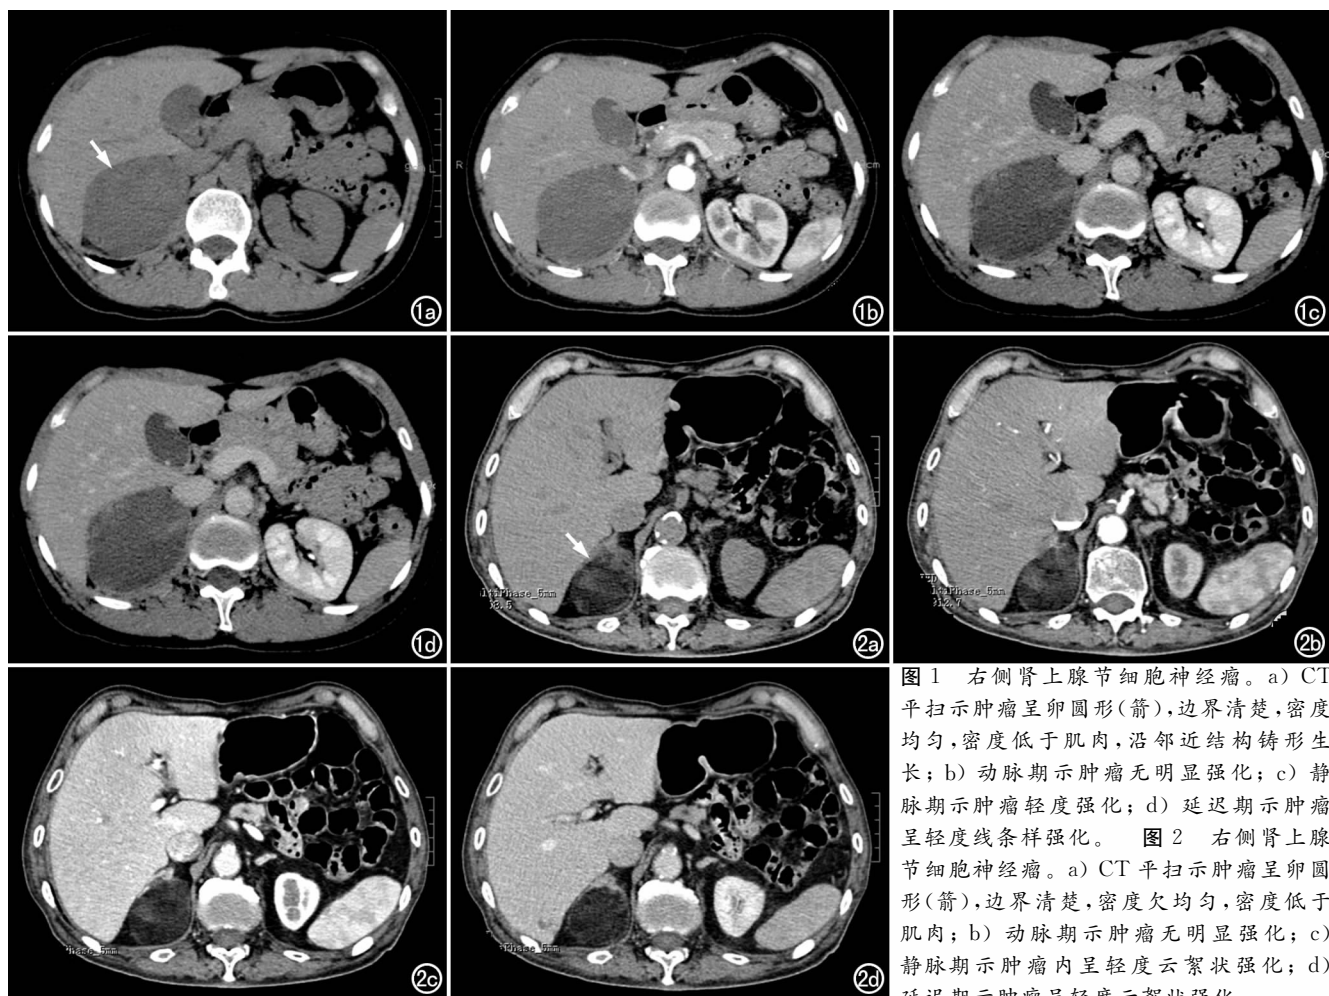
右侧肾上腺节细胞神经瘤。a) CT平扫示肿瘤呈卵圆形(箭),边界清楚,密度均匀,密度低于肌肉,沿邻近结构铸形生长; b) 动脉期示肿瘤无明显强化; c) 静脉期示肿瘤轻度强化; d) 延迟期示肿瘤呈轻度线条样强化。图2 右侧肾上腺节细胞神经瘤。a) CT平扫示肿瘤呈卵圆形(箭),边界清楚,密度欠均匀,密度低于肌肉; b) 动脉期示肿瘤无明显强化; c) 静脉期示肿瘤内呈轻度云絮状强化; d) 延迟期示肿瘤呈轻度云絮状强化。
